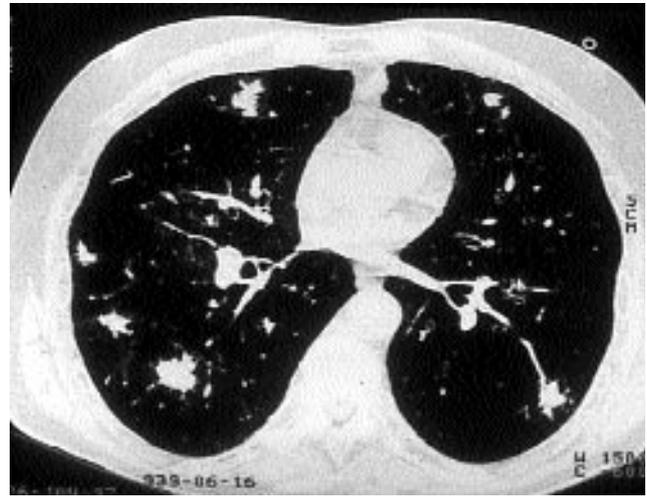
TAC de un paciente con BPOC en tratamiento con esteroides desde unos días antes y en el que tras cuadro de fiebre, tos y disnea se objetivan varios nódulos irregulares bilaterales, principalmente en la periferia del parénquima pulmonar.
